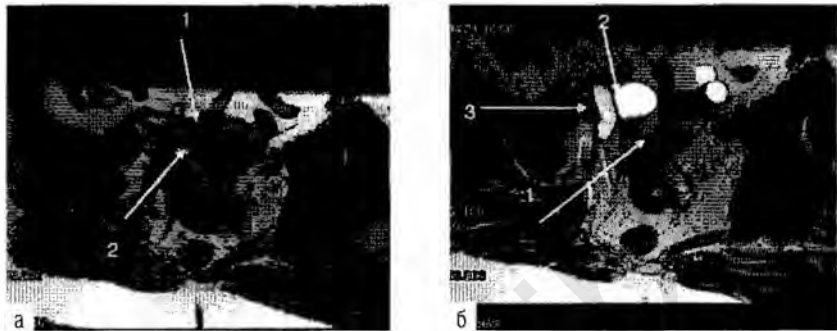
МРТ. На T1-взвешенном изображении в аксиальной плоскости (а) по правому маточному ребру, распространяясь в параметрий, определяется эндометриодный инфильтрат (1), с наличием кистозных полостей с геморрагическим содержимым (2). На T2-взвешенном изображении в аксиальной плоскости (б) выявляются ткань эндометриодного инфильтрата в параметрии справа (1), послеоперационные рубцовые изменения и серозоцеле (2), вовлечение в рубцово-эндометриодный процесс правого мочеточника (3), с расширением выше места обструкции.
